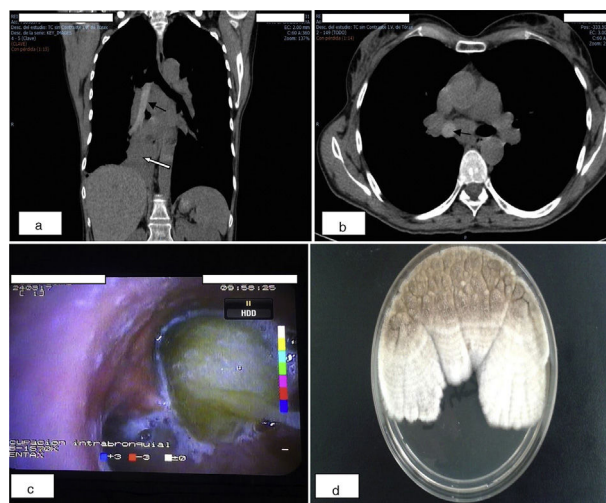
a y b) Imagen de tomografía computarizada coronal y axial, donde observamos en la grabación de mediastino un material de alta densidad (correspondiente al tapón mucoso) que ocupa casi todo el árbol bronquial derecho, parcialmente desde su entrada en el bronquio principal, bronquio intermediario en su totalidad, hasta llegar ocluyendo el bronquio del lóbulo inferior y medio (flechas negras). Provocando atelectasia parcial del parénquima dependiente de estos bronquios lobares (flecha blanca). También se objetivaron bronquiectasias varicoides bilaterales en la grabación de parénquima; c) Imagen bronoscópica del tapón mucoso protruyendo desde el bronquio fuente derecho justo antes de ser aspirado; d) Colonias de *Aspergillus terreus* aisladas en agar Sabouraud-cloranfenicol, con su característico aspecto blancas y algodonosas que se tornan pulverulentas o granulares de color canela-café.
